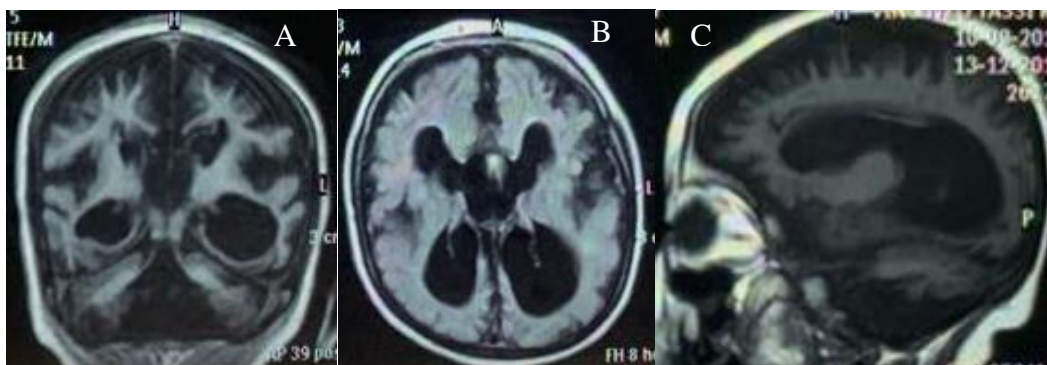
RM de crânio, caso 12.1. (A) Corte Coronal T1, evidenciando acentuada redução volumétrica encefálica difusa, incluindo tronco e cerebelo e agenesia do vermis cerebelar. (B) Corte Axial T1, ressaltando-se a redução volumétrica córtico-subcortical cerebral e a dilatação ventricular supratentorial. (C) Em Corte Sagital T1, são evidentes a polimicrogiria, agenesia do corpo caloso com colpocefalia e a acentuada hipoplasia pontocerebelar
